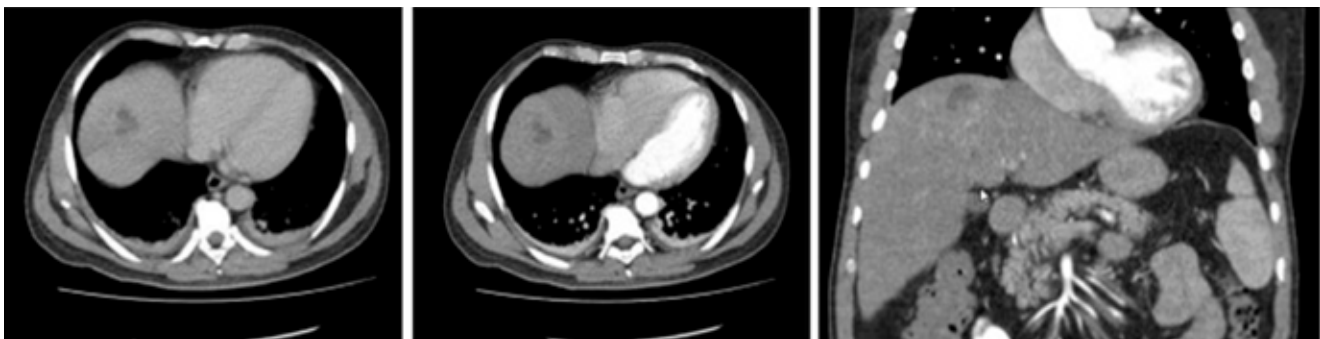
Absceso hepático. TAC de abdomen simple y contrastado: a nivel de segmento VIII de hígado se observa área hipodensa de contornos irregulares mal definidos, con diámetros 56 X 43 X 44 mm, de contenido con densidad líquida y presencia de realce periférico correspondiente a colección en fase de organización. Fuente: los autores.
